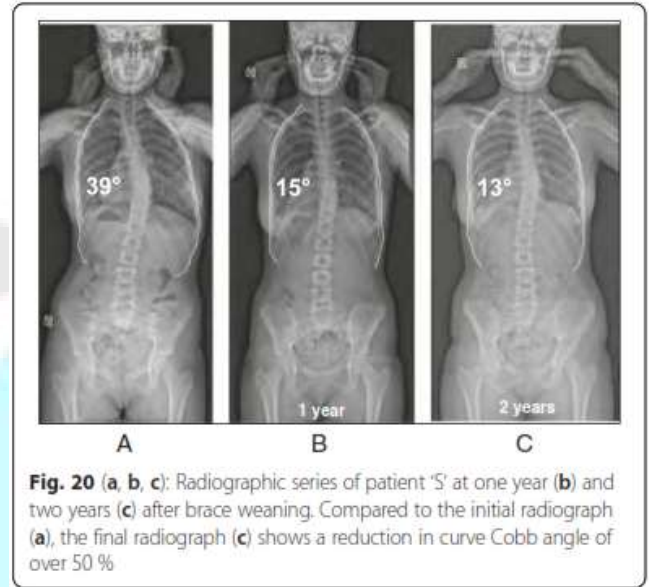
(a, b, c): Radiographic series of patient 'S' at one year (b) and two years (c) after brace weaning. Compared to the initial radiograph (a), the final radiograph (c) shows a reduction in curve Cobb angle of over 50 %
